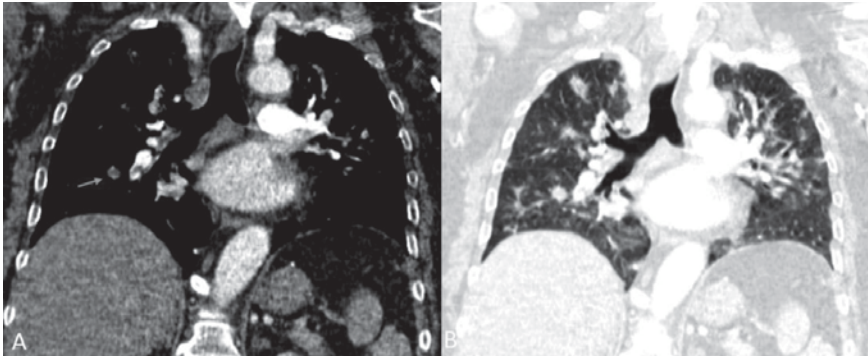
Imágenes coronales de tomografía computarizada (TC) de tórax en un paciente COVID-19 y tromboembolismo pulmonar. A) TC con ventana de partes blandas observando defecto de repleción en rama arterial segmentaria del lóbulo inferior derecho compatible con trombo agudo. B) TC con ventana pulmonar del mismo paciente observando múltiples consolidaciones focales bilaterales compatibles con neumonía por Covid-19.
